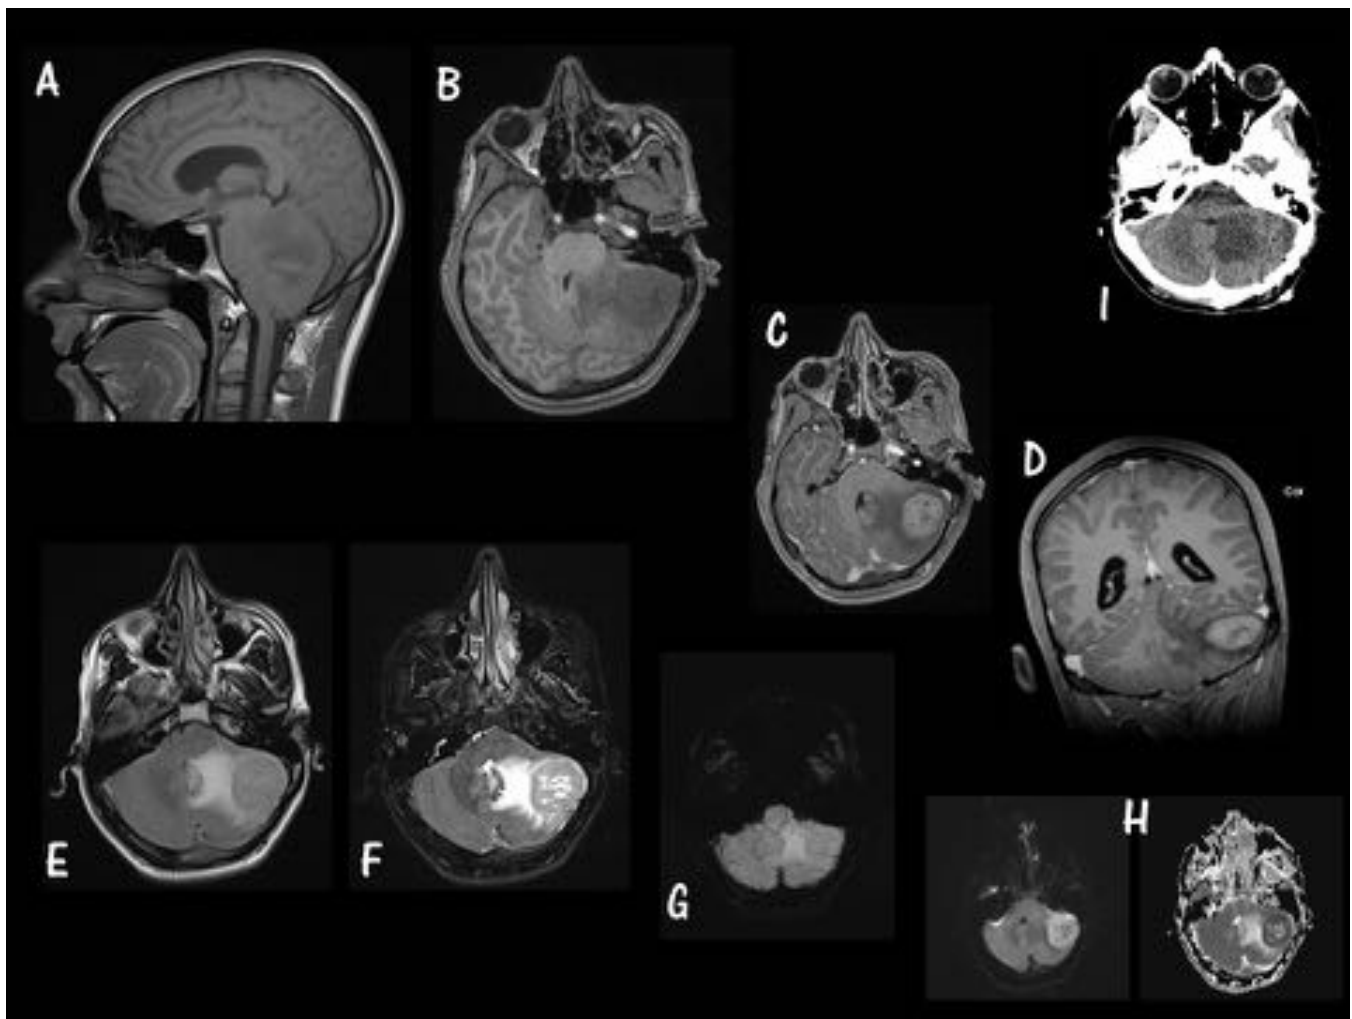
MB Subgrupo SHH. Caso 3. A. Sagital T1 sin GD. B. Axial T1 sin GD. C. Axial T1 con GD. D. Coronal T1 con GD. E. FLAIR. F. Axial T2 FS. G. SWI. H. Axiales Difusión (izquierda) y ADC (derecha). I. Axial TC sin CIV. Masa localizada en hemisferio cerebeloso izquierdo, con intenso realce tras la administración de CIV, que presenta áreas quísticas en el interior, edema peritumoral y restringe en la difusión; hallazgos compatibles con MB subgrupo SHH.
